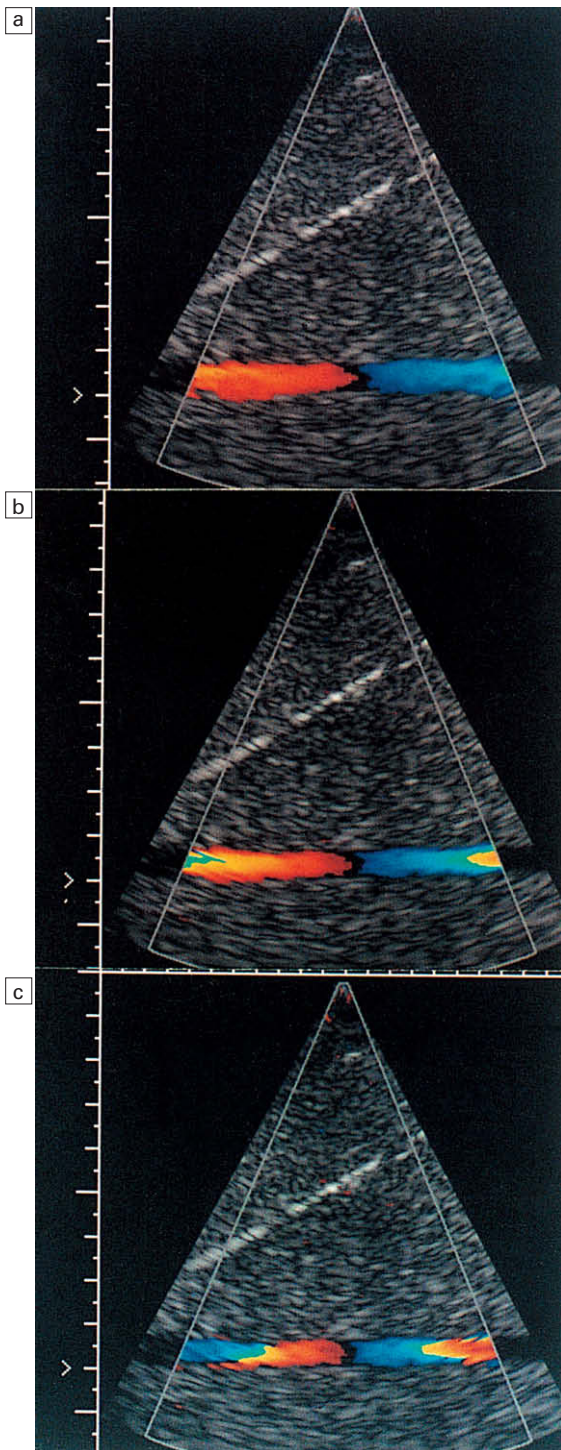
Solapamiento en una imagen de velocidad color Doppler. Obsérvese que no existe un espacio negro entre los píxeles rojos y azules en las representaciones de color laterales, lo que indica que la codificación de color de los píxeles ha perdido los valores máximos de los colores rojos y se concentra alrededor de los colores azules. Sin embargo, existe un espacio negro entre las representaciones de color en el centro, lo que indica una inversión de la dirección del flujo respecto al transductor.
